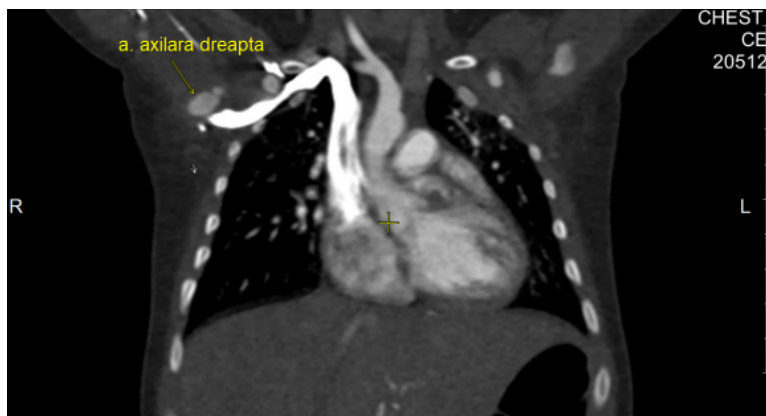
Angio-CT evidențiind un anevrism al arterei axilare drepte.
